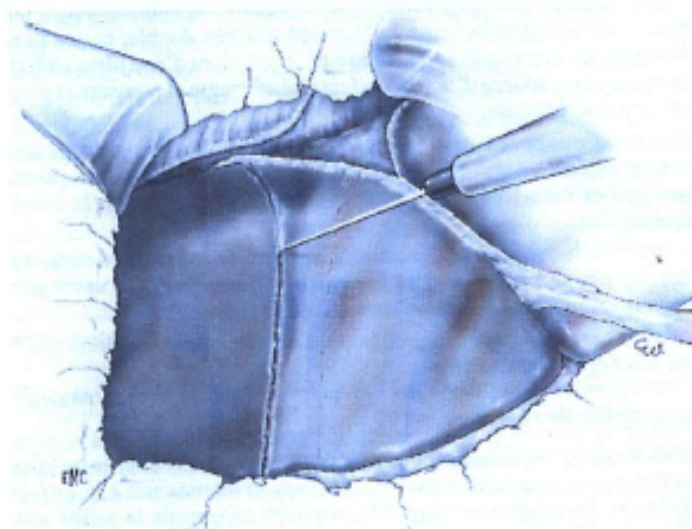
Section parenchymateuse : tracé de l'incision à la face antérieure du foie, selon le tracé de la scissure principale et de la veine sus-hépatique médiane, repérée par échographie et marquée à la surface du foie au bistouri électrique [142].
